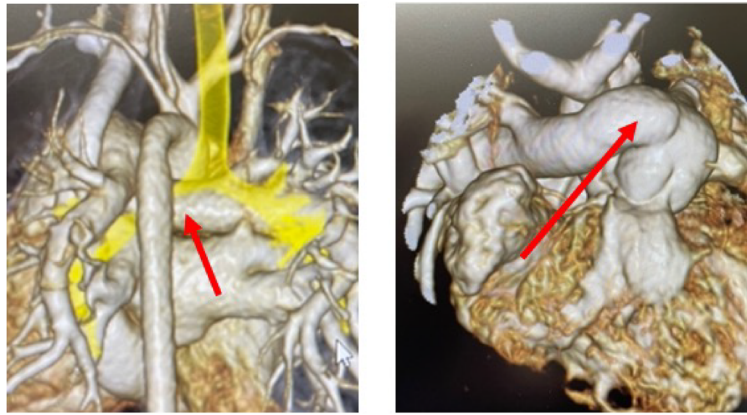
CT scans before anterior translocation (left panel). The airway was widely compressed by an enlarged pulmonary artery. After the operation (right panel), the pulmonary artery was placed in front of the aorta.
